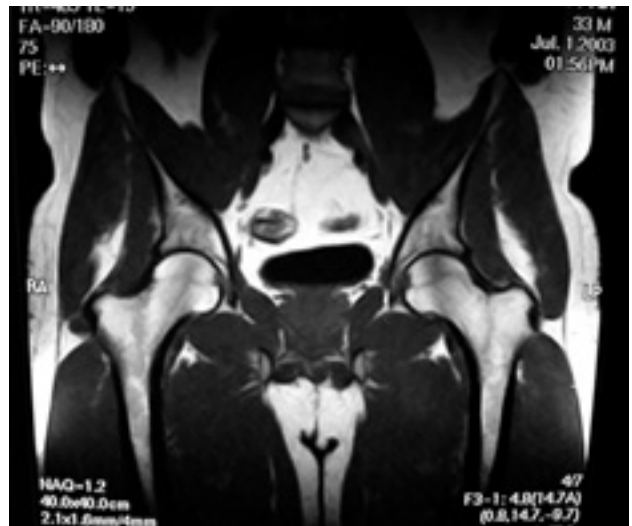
RMN: T1 (Normal).
